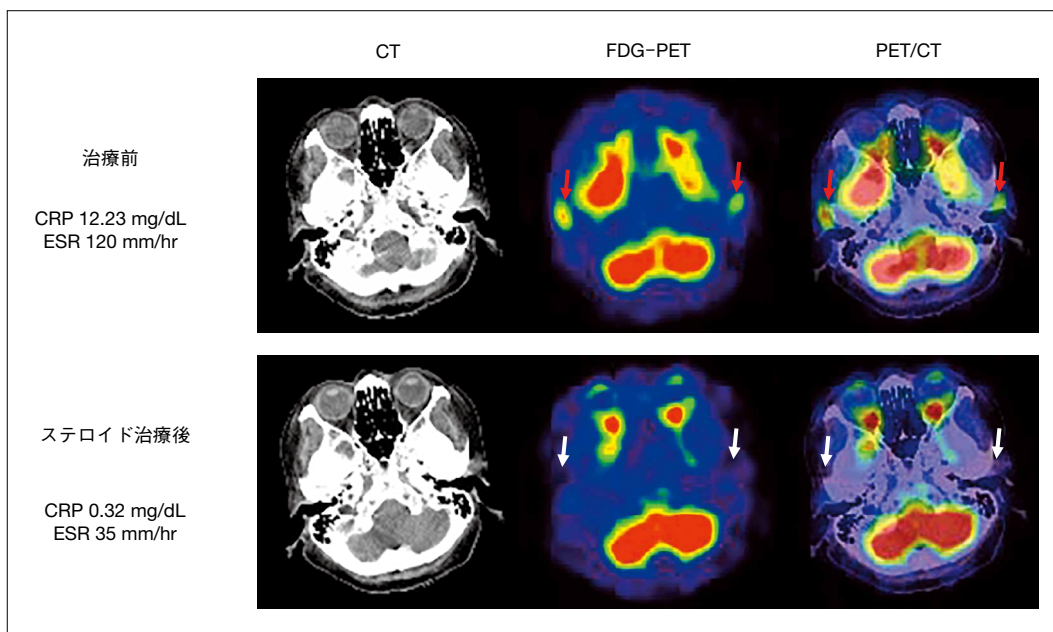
巨細胞性動脈炎のCT, FDG-PET, PET/CT画像
